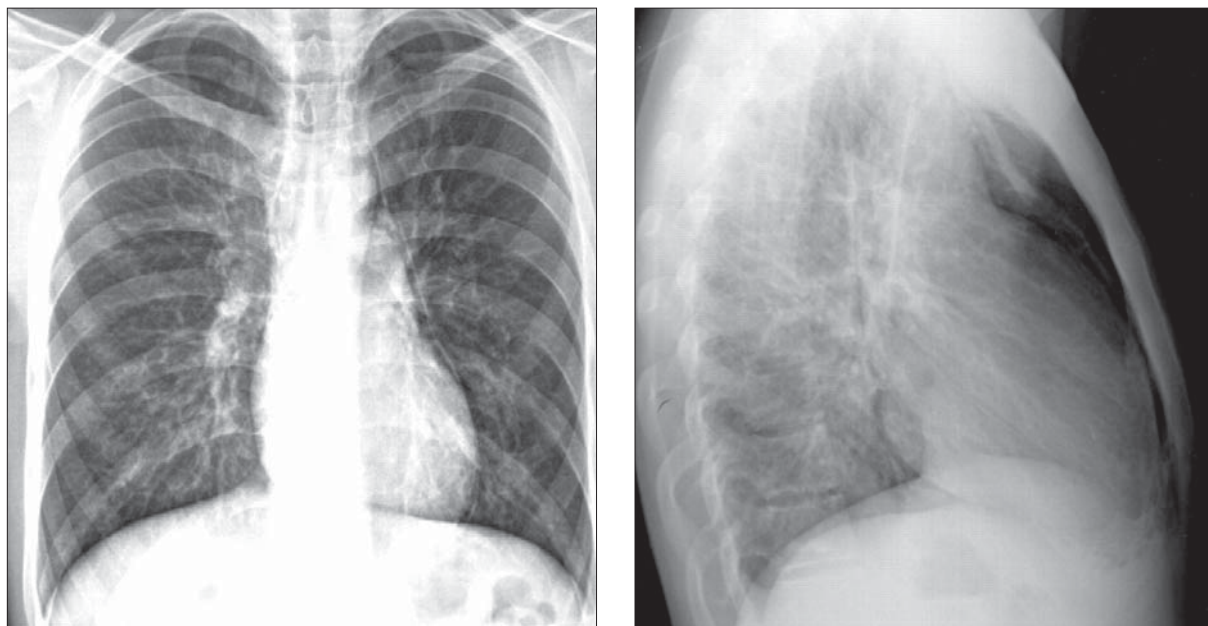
Pneumopericard. Radiografie toracică PA și LL.
